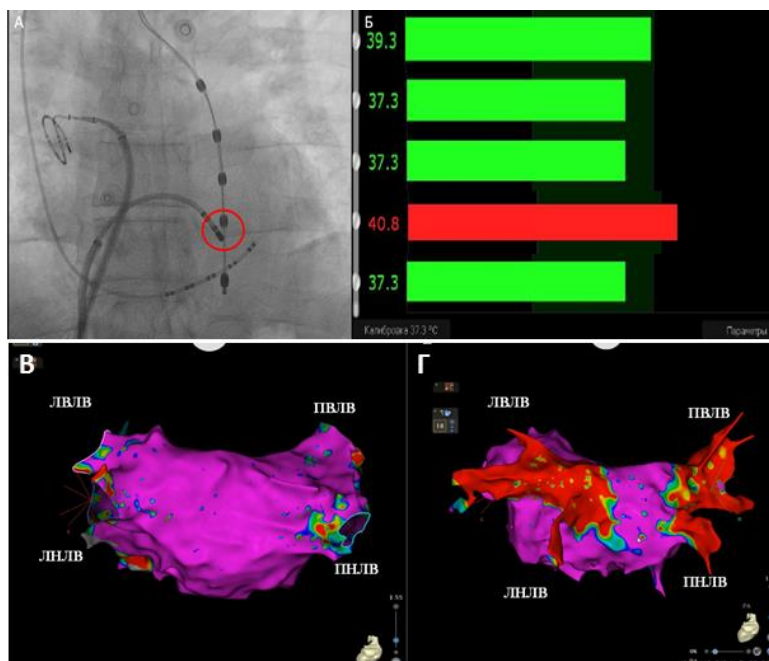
А: рентгенография сердца в прямой проекции и положения электродов во время радиочастотной абляции. Визуализируется температурный катетер в пищеводе по всей длине левого предсердия. Красным кругом обозначена проекция кончика абляционного электрода относительно канала температурного катетера № 4. При воздействии по задней стенке левого предсердия зафиксировано повышение температуры на 4 канале температурного катетера (Б). Нижняя панель: биполярная вольтажная карта ЛП, 0,1-0,3 мВ, задняя прямая проекция. Ярко-розовым цветом отражены зоны высокоамплитудной активности, красным цветом зоны отсутствия электрической активности. В: до РЧА задняя стенка ЛП и ЛВ не изолированы. Г: после РЧА ЛВ изолированы, задняя стенка ЛП не изолирована.
